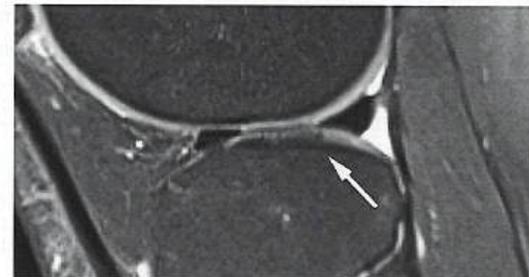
МРТ-картина до лікування (13.10.2022). МР-ознаки пошкодження хряща латерального виростка в/гомілкової кістки.
